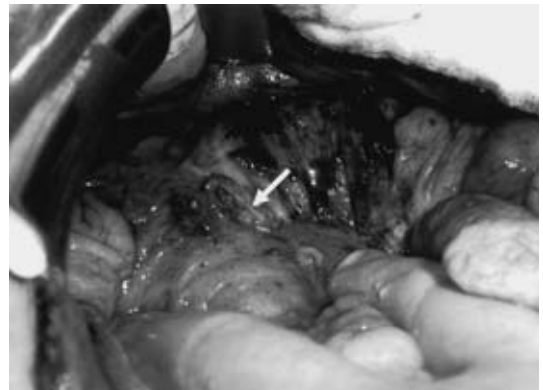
a : An air-containing abscess (arrow) about 6 cm diameter was discovered in the left lateral abdomen. b : Abdominal CT revealed free air (arrow) in the peritoneal cavity and ascites (arrow) in the Douglas pouch.
